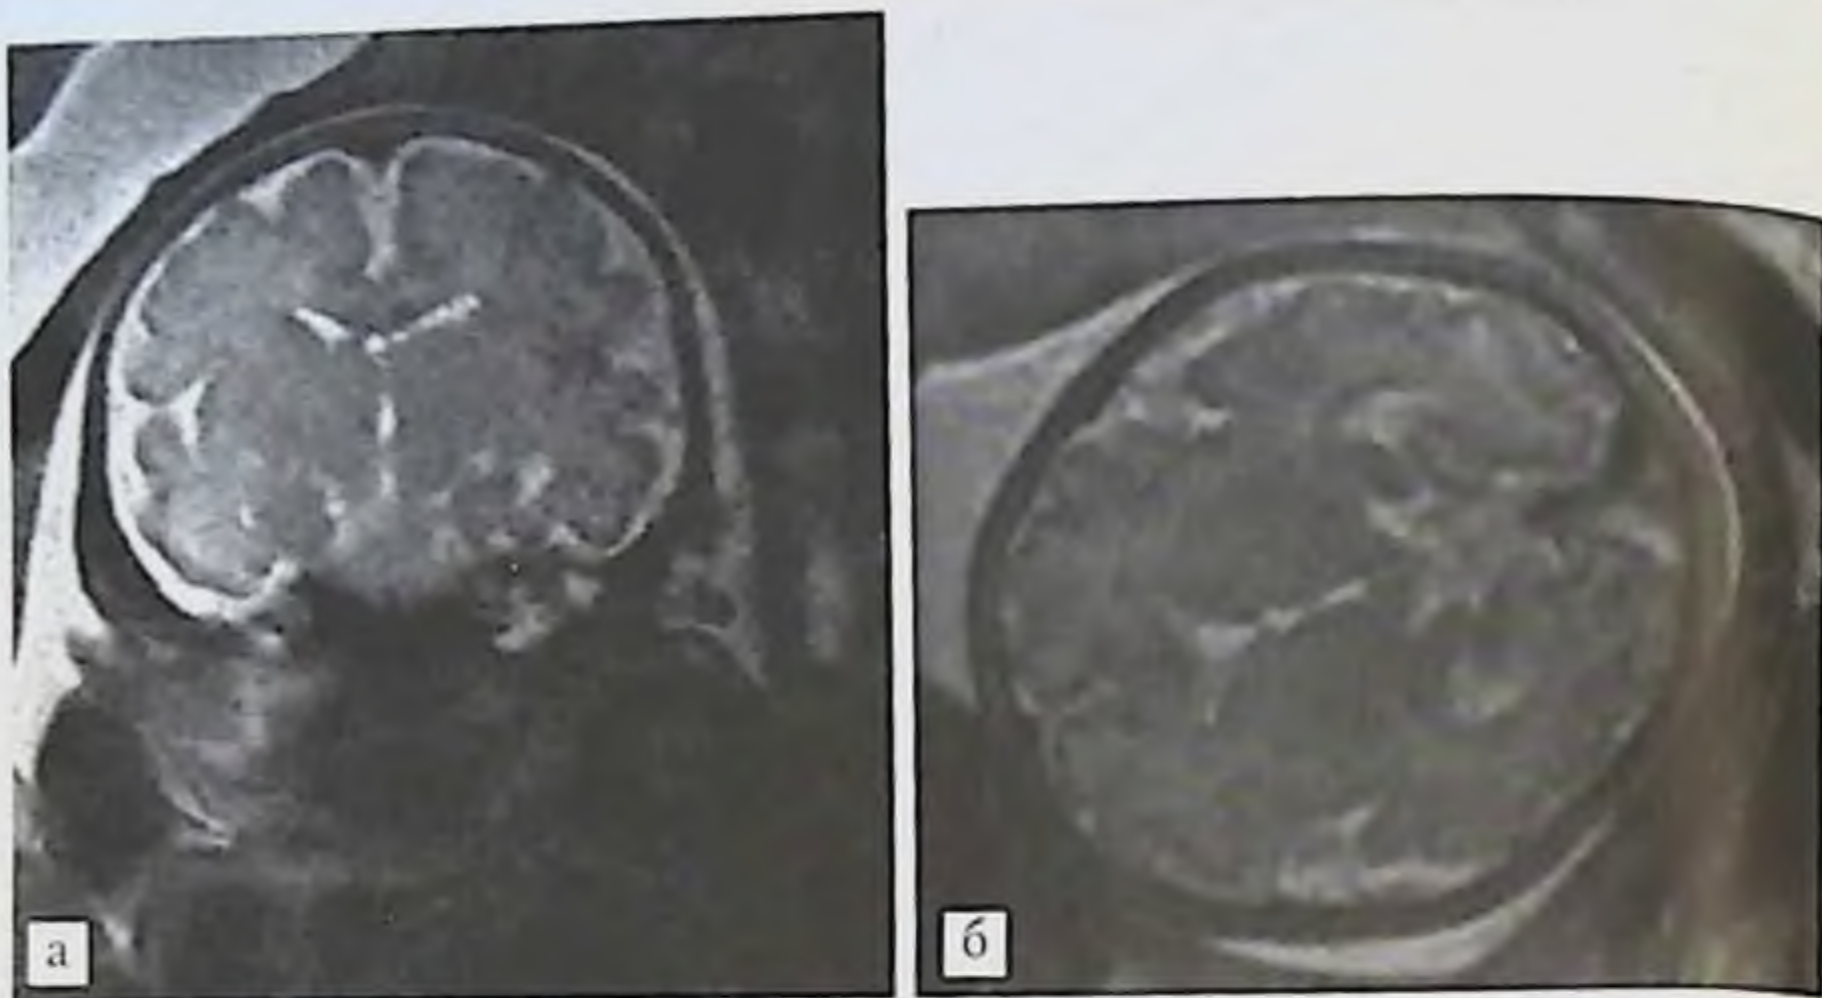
МРТ плода: *а* — срез в коронарной плоскости; *б* — срез в аксиальной плоскости. Срок гестации 34 нед. Визуализируются лобные и височные борозды мозга.
